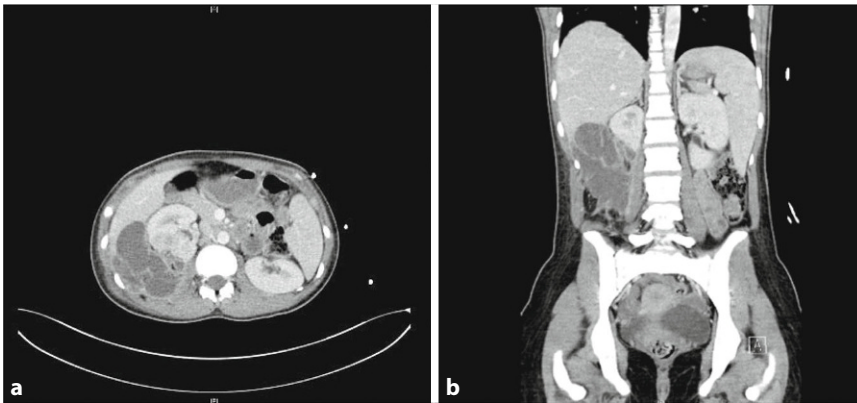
▲ Präinterventionelle 3-Phasen-KM-CT-Untersuchung des Abdomen: a axiale, b koronare Ansicht
